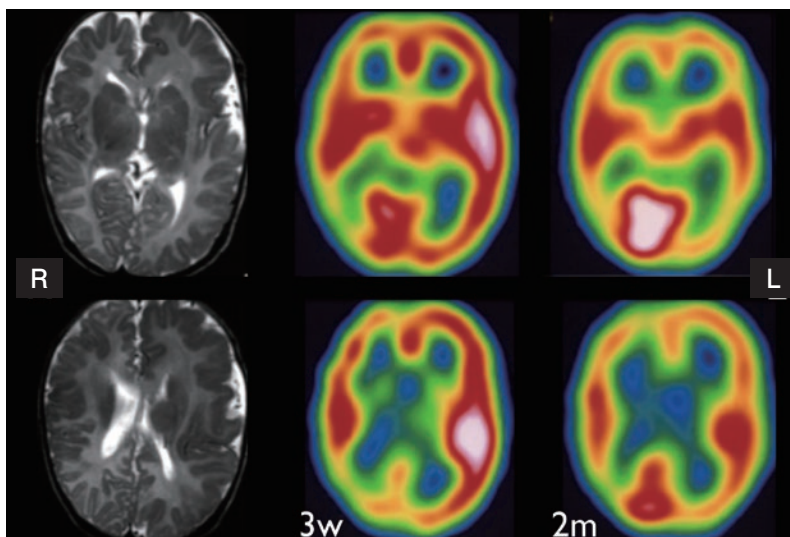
皮質形成異常のcBZPR SPECT画像の乳児期変化
